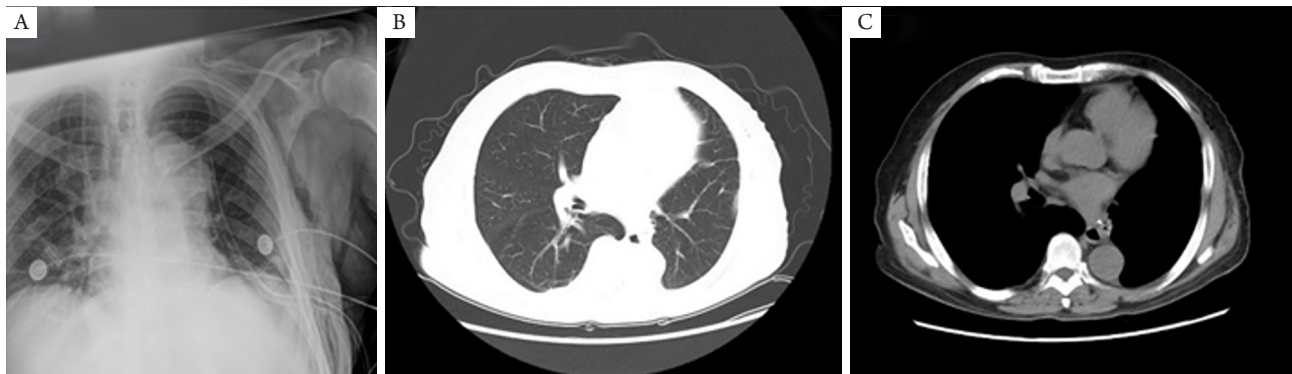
术后复查影像。A: 术后次日床旁胸部X线片; B, C: 术后1周时复查胸部CT
